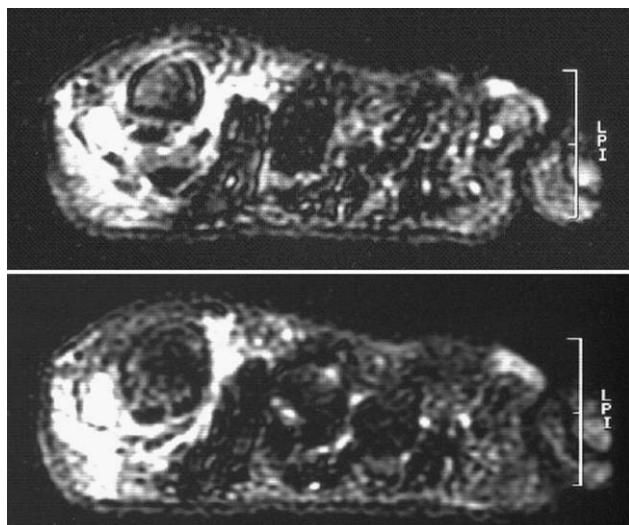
Resonancia magnética. Dos cortes coronales.
